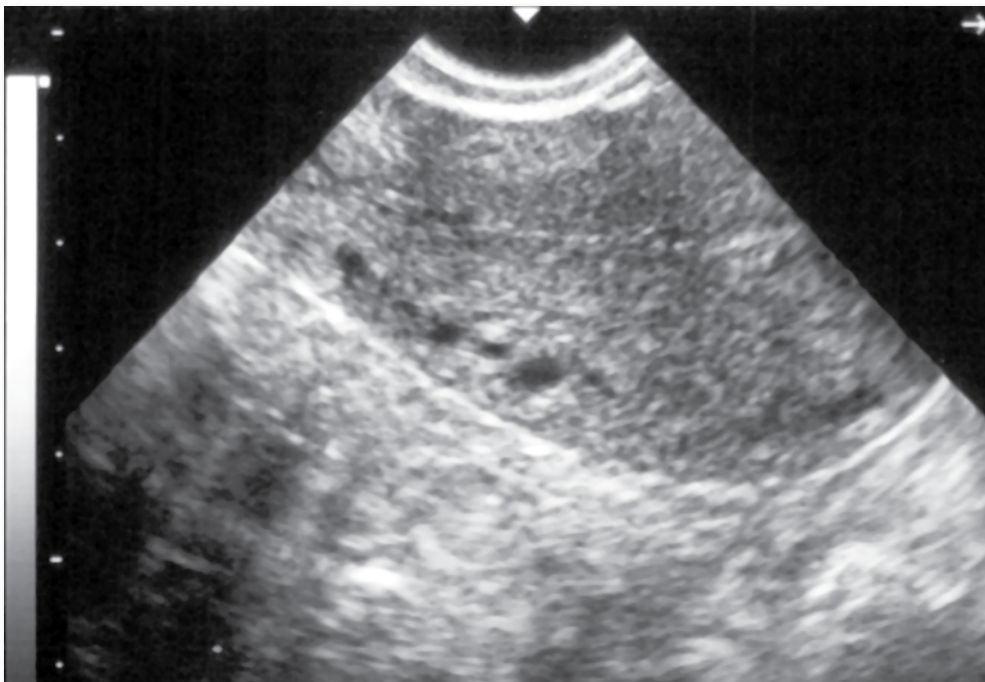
J.M.S. 28 anos. 0 para. Gestação tópica 5 semanas (há 1 ano e 7 meses) seguida de abortamento espontâneo. Restos ovulares. Foi curetada numa maternidade pública de Salvador. A partir desta data, a amenorréia não respondeu a diversos tratamentos hormonais. USG transvaginal revelou sínfise uterina da cavidade cervical e 2/3 da cavidade uterina.
